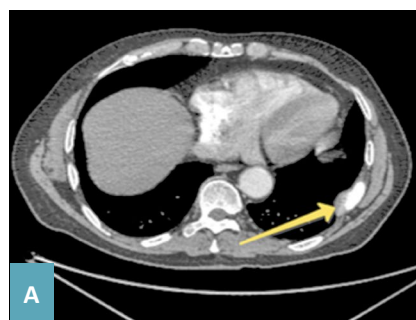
Томограммы пациента Б., 65 лет, в аксиальной проекции (срез на уровне VIII ребра): А – нативная компьютерная, Б – позитронно-эмиссионная с ⁶⁸Ga- PSMA.
